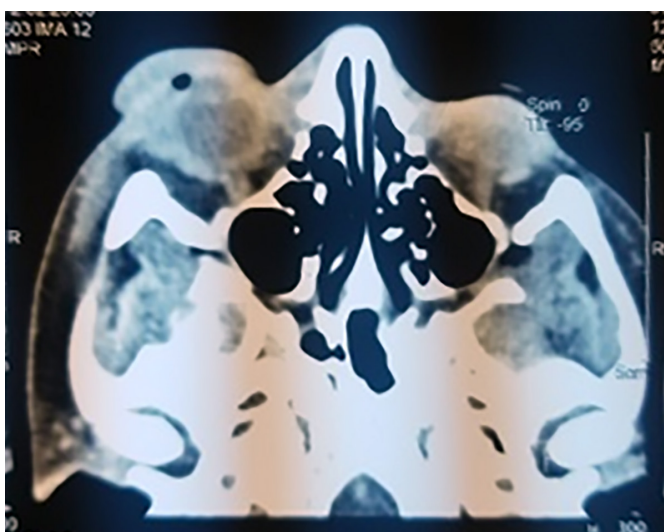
TDM cellulite préseptale avec infiltration de la graisse intra-orbitaire au niveau de l'OD.
